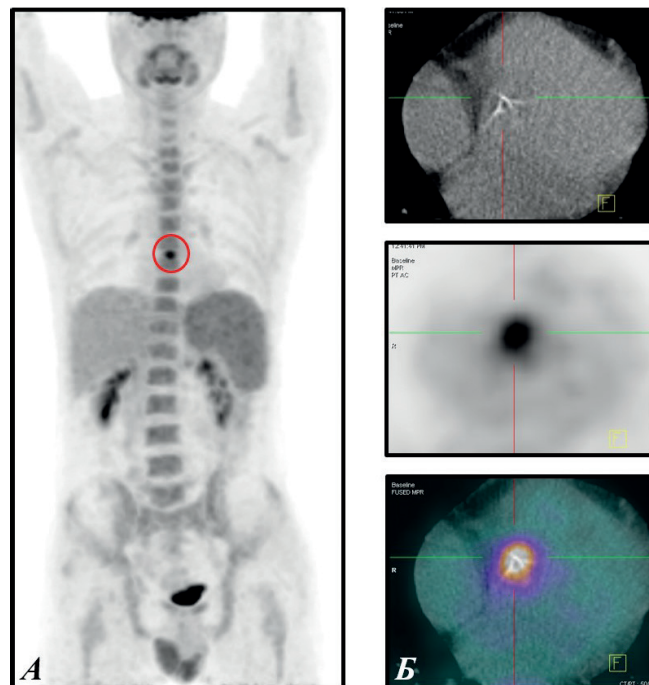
Пример истинно положительного результата ПЭТ/КТ.
